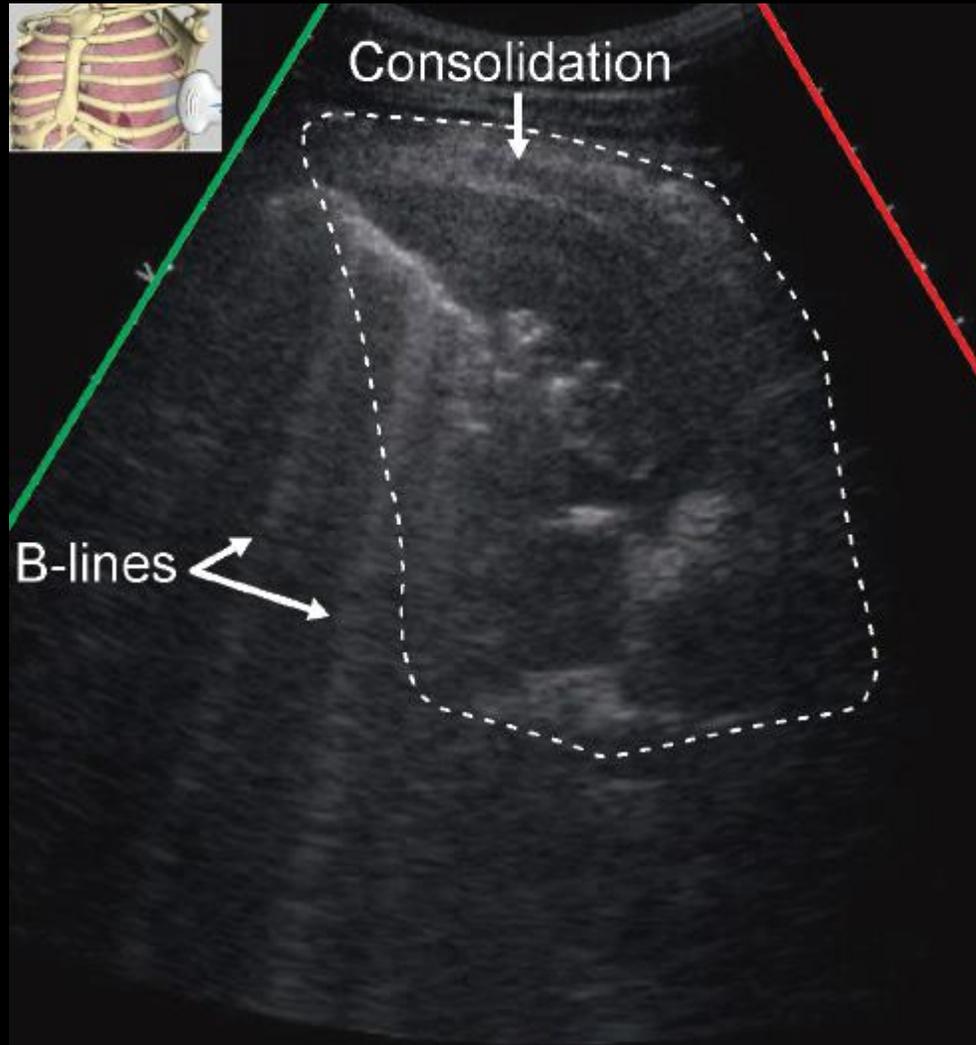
Image de gauche tirée de : Basic and Transesophageal and Critical Care Ultrasound, Taylor and Francis, CRC Press, 2016, p. 265
